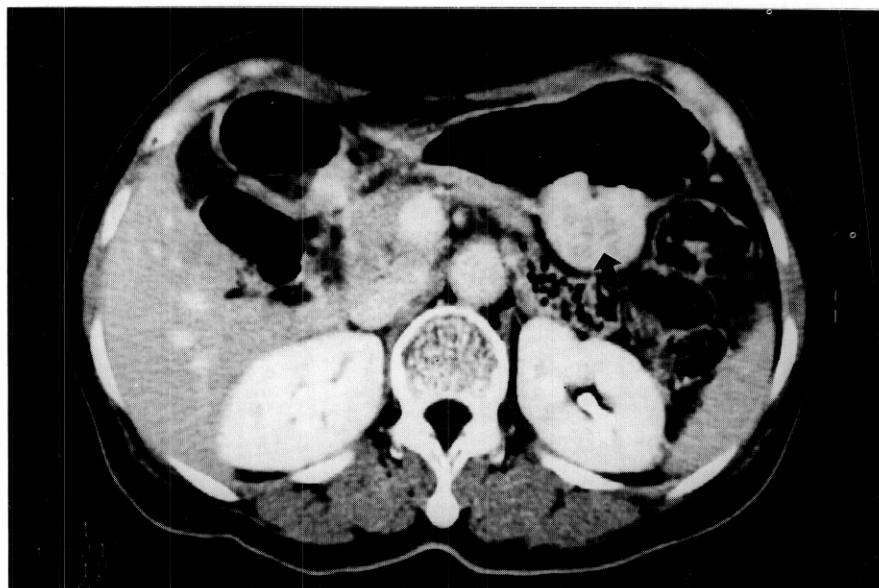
A CT scan showing an exophytic lesion (arrow indicates the tumor).
